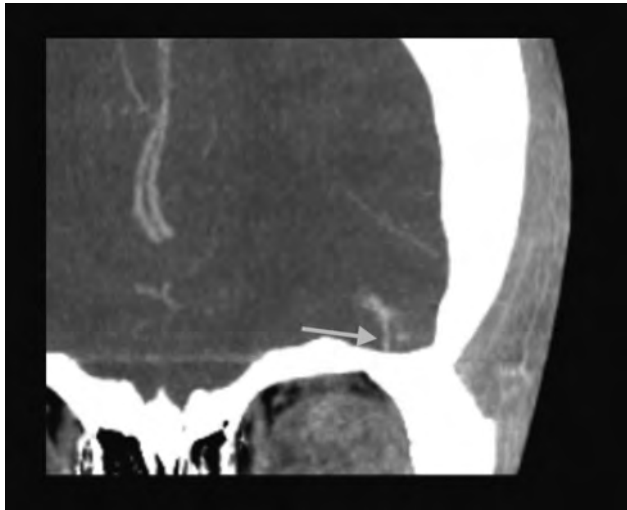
TK głowy; rekonstrukcja czołowa. MIP. DVA lewego płata czołowego z naczyniem odprowadzającym do żył podstawy przedniego dołu czaszki *Coronal head CECT. MIP. Left frontal lobe DVA with efferent vessel to the veins of anterior cranial fossa.*
